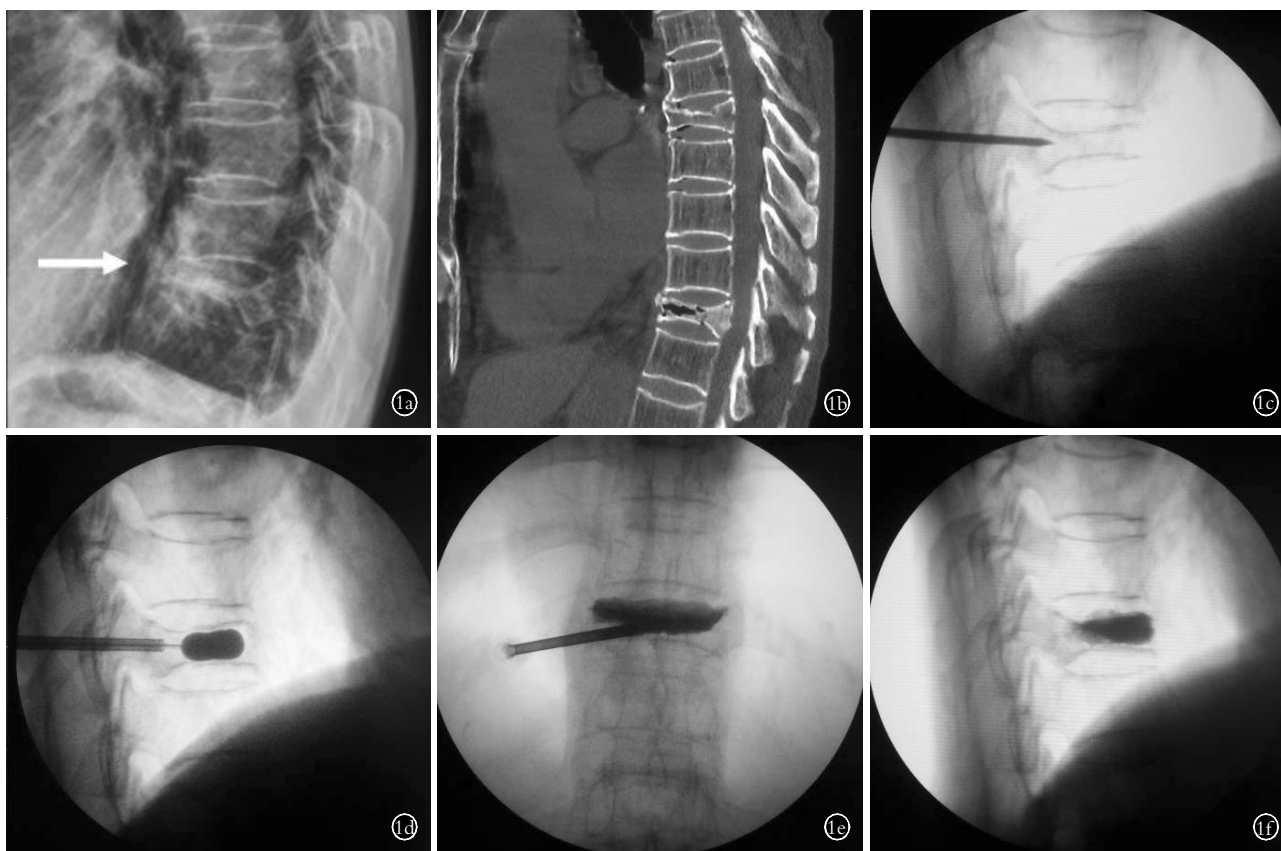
男性患者,78 岁, T<sub>11</sub> Ⅲ期 Kümmell 病行单侧 PKP 1a. 术前侧位 X 线片提示 T<sub>11</sub> 椎体严重塌陷(箭头所示) 1b. CT 显示 T<sub>11</sub> 椎体塌陷伴椎体内真空裂隙征 1c. 术中透视见椎体体位复位不良 1d. 单侧穿刺球囊扩张后椎体高度有所恢复 1e, 1f. 术中透视见骨水泥填充满意, 骨水泥向上位椎间盘渗漏
